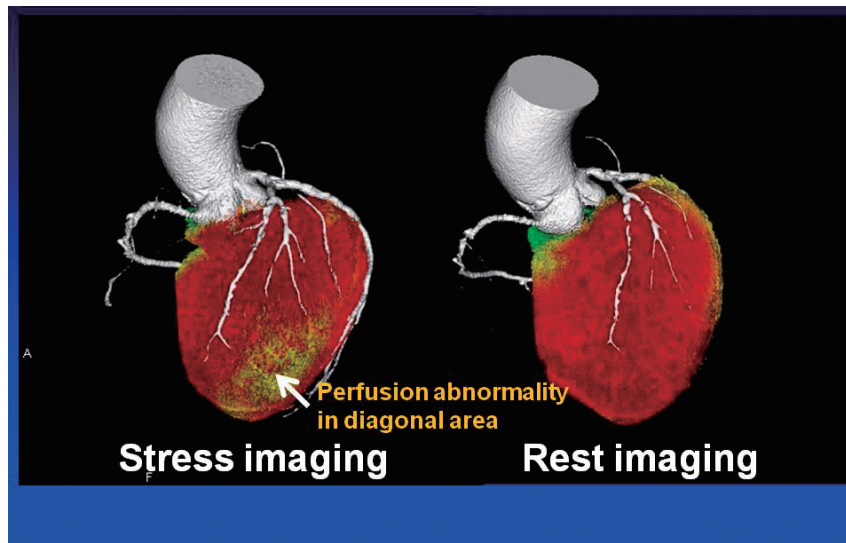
SPECT/CTCA fusion imaging.
